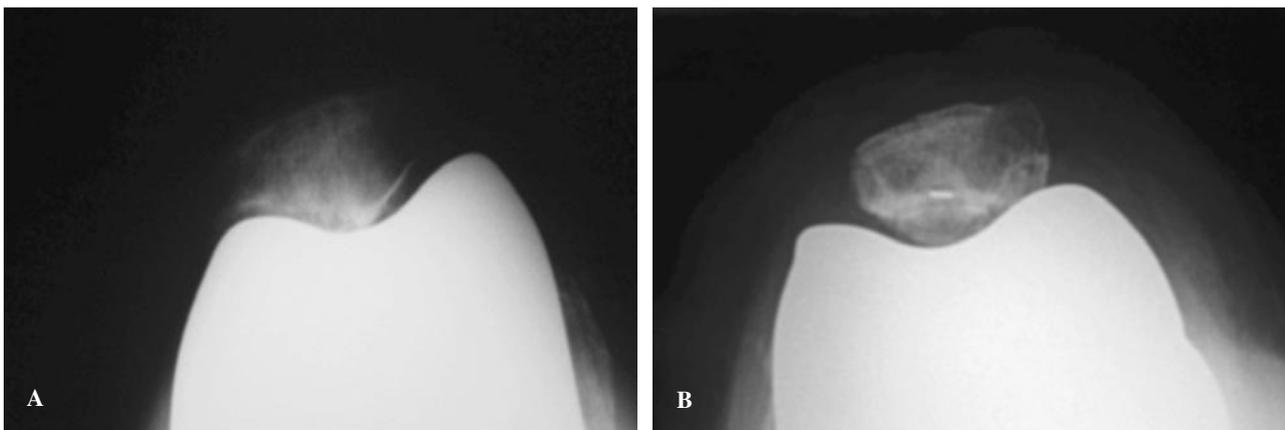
Radiografía lateral de una artroplastia total de rodilla en el preoperatorio (A) y postoperatorio (B) de una artroplastia patelar secundaria.
